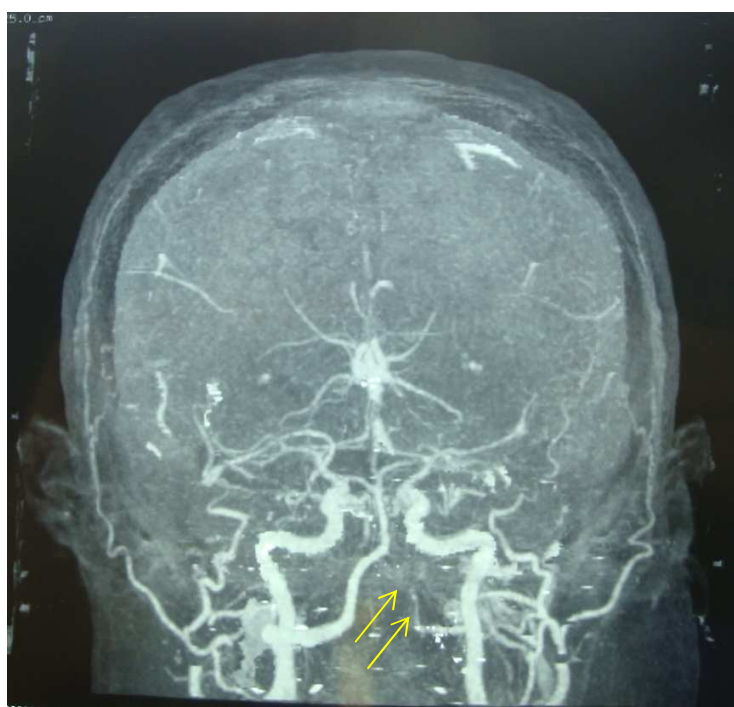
Angio IRM des artères cérébrales : aspect grêle et sténosé de l'artère vertébrale gauche (flèches)
